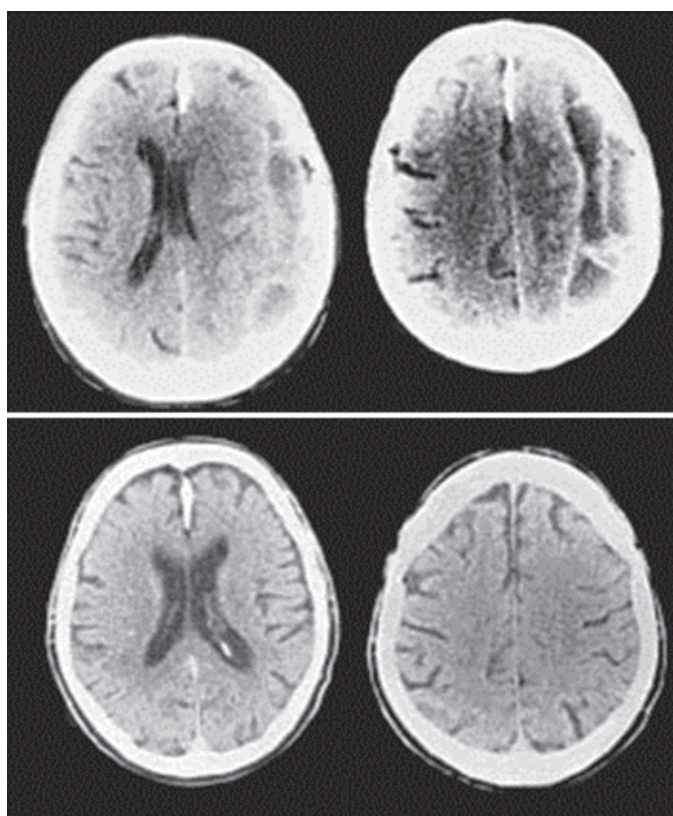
КТ динамика у больного 74 лет с ХСГ: верхний ряд – до операции – многокамерная ХСГ с выраженной капсулой, отсутствие конвексимальных субарахноидальных щелей на стороне гематомы, грубая дислокация и деформация боковых желудочков; нижний ряд – спустя год после закрытого наружного дренирования, полная резорбция гематомы и ее капсулы и многокамерных перегородок, четкая визуализация субарахноидальных конвексимальных щелей на стороне бывшей гематомы, расправление боковых желудочков
